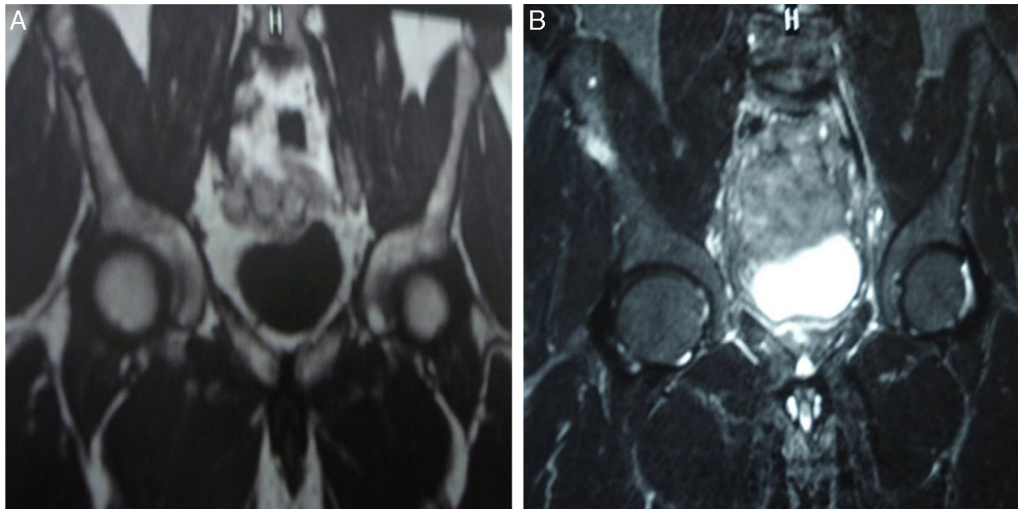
Ressonância magnética da pelve, em que a imagem coronal em T1 evidenciou lesão com hipossinal, sem invasão de partes moles (A), e em T2 (B) com hipersinal no íliaco direito.
